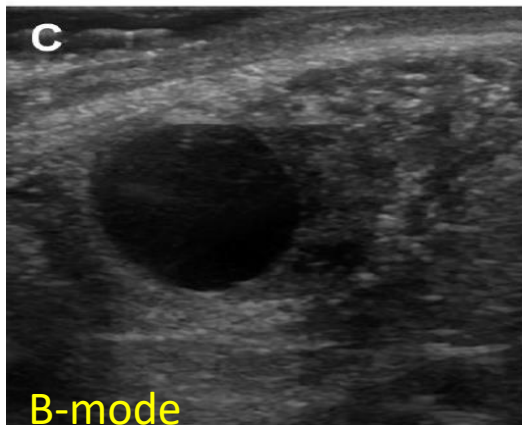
Images écho-doppler du follicule dominant au 8<sup>ème</sup> jour du cycle (1 jour avant le début de son atrésie) et 36 heures avant l'ovulation
